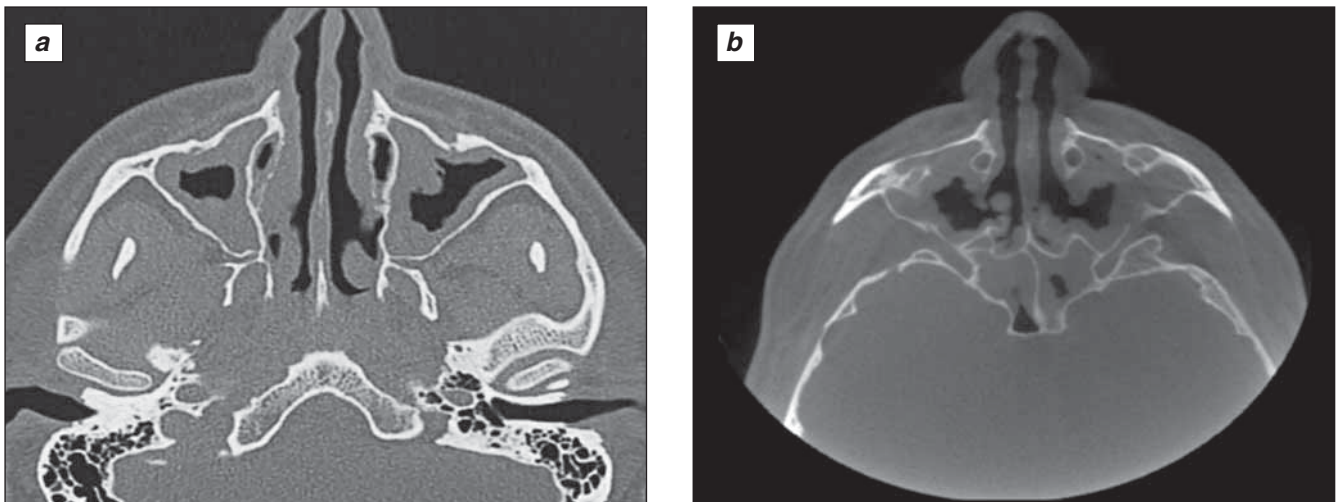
Динамика симптомов полипозного риносинусита по данным компьютерной томографии околоносовых пазух (сентябрь 2018 — сентябрь 2020 г.): а — снимок после проведённой эндоскопической полисинусотомии в сентябре 2018 г. (полипозные разрастания в верхнечелюстных, клиновидных пазухах, в клетках решётчатого лабиринта); б — снимок через 24 мес от старта анти-IgE-терапии (сохраняется только пристеночное утолщение слизистой оболочки в верхнечелюстных, клиновидных пазухах, в клетках решётчатого лабиринта с восстановлением воздушности в околоносовых пазухах).
